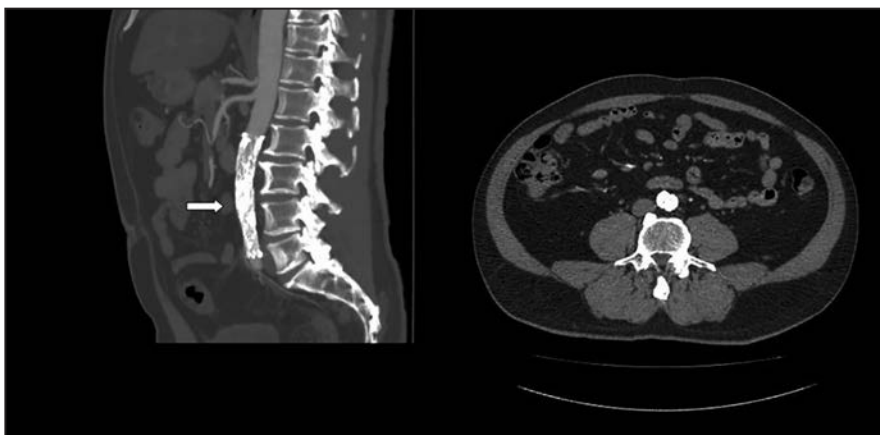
Компьютерная томограмма через два года после операции. Видно отсутствие пери-аортально отёка или аневризматических изменений; белой стрелкой указана петля кишки.
